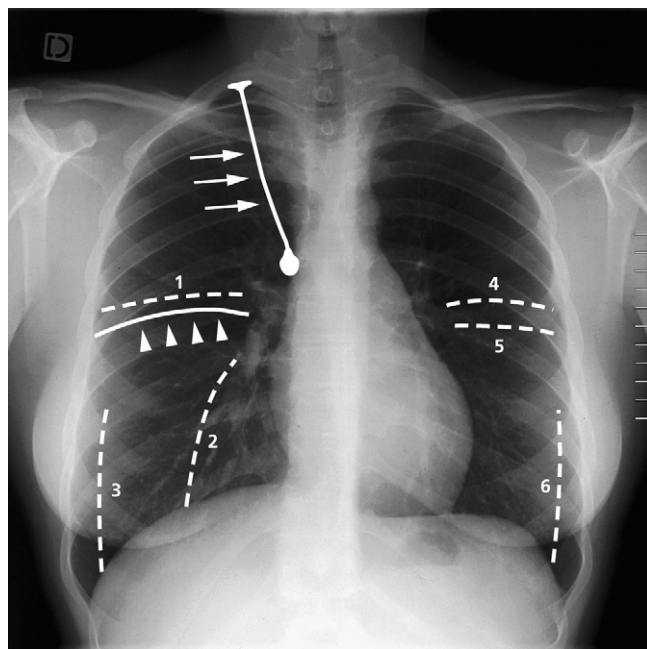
Disposition théorique des scissures principales et accessoires sur une radiographie de face.
